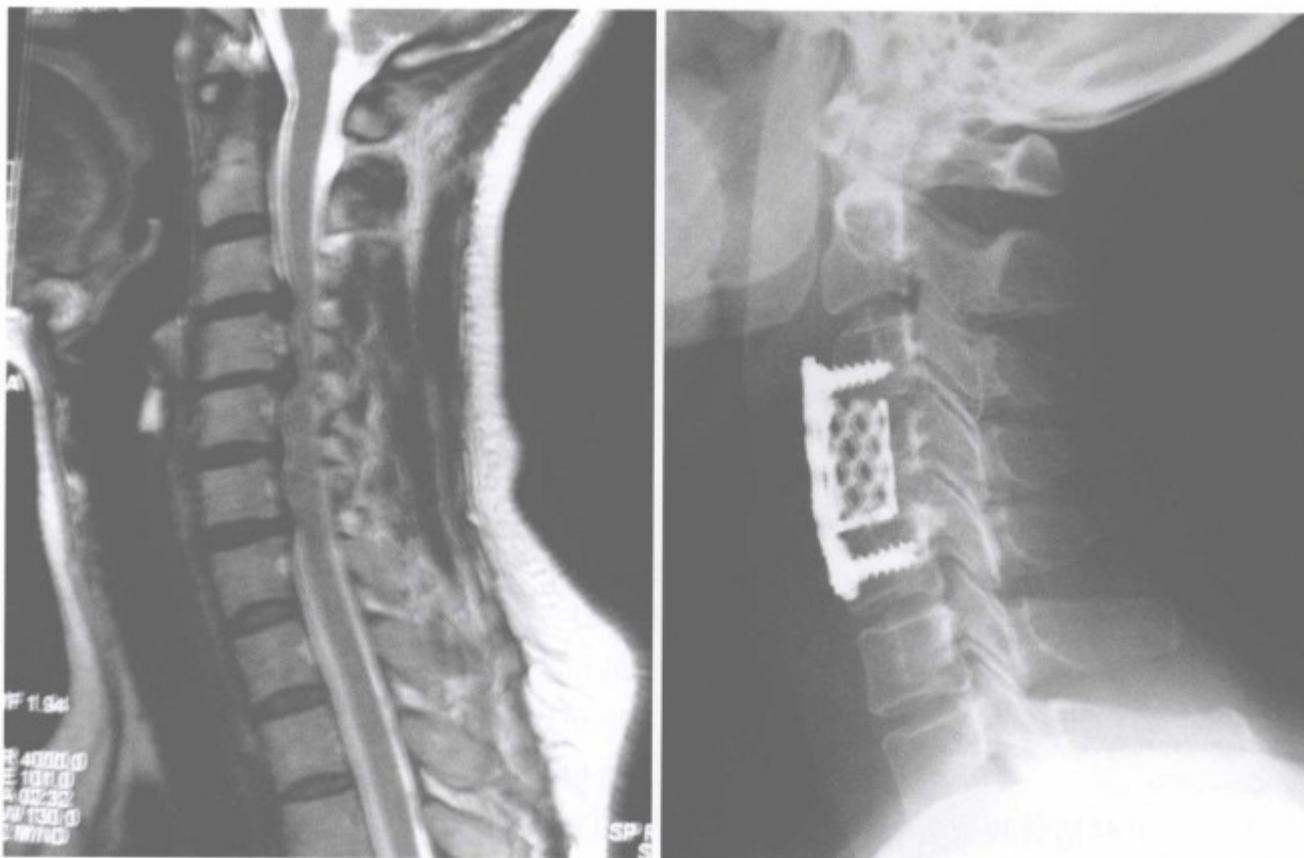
MRI 提示颈  $C_{3,4}$ ,  $C_{4,5}$  两个节段椎间隙变窄, 椎间盘突出, 突出的椎间盘组织压迫脊髓。行  $C_4$  椎体次全切除,  $C_{3,4}$ ,  $C_{4,5}$  两个节段椎间盘切除脊髓减压, 钛网置入, 前路钢板固定
